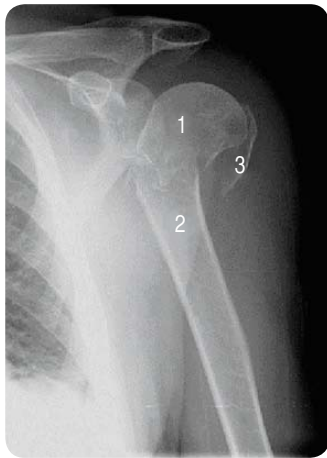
Рентгенограма 3-фрагментного перелому проксимального відділу плечової кістки зі зміщенням: 1 — головка плечової кістки; 2 — діяфіз плечової кістки; 3 — великий вертлюг
